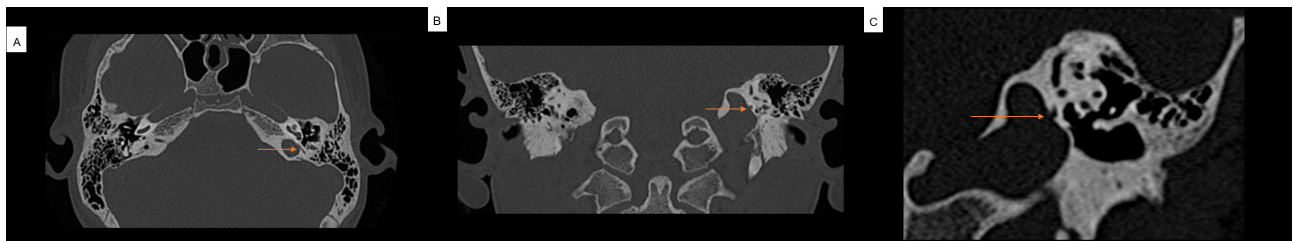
TC de crânio do paciente J.G.G.C., realizado na cidade de Joinville, Santa Catarina, 2023. A- Corte no plano axial da região mastoidea. B- Corte em plano coronal da região mastoidea. C- Corte em plano coronal oblíquo da região mastoidea. As setas na cor vermelha apontam o bulbo jugular esquerdo alto que está associado a deiscência de canal semicircular em A, B e C, tal alteração anatômica relacionado com o zumbido e a perda de audição do paciente sugerem o diagnóstico de DCS posterior.
